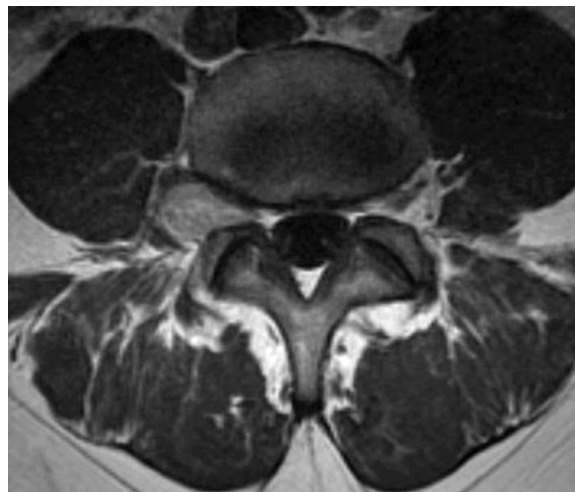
RM lumbar. El corte axial en secuencia T1 con contraste muestra lesión prequirúrgica extraforaminal y agujero de conjunción derecho L4-L5.
